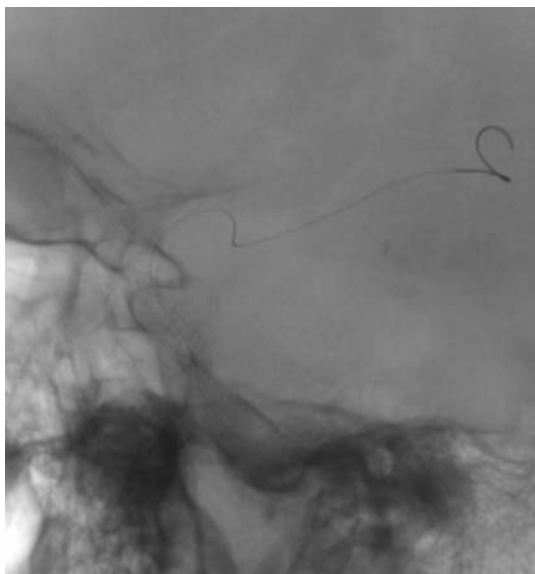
На рентгеноскопии показано полное раскрытие стента в просвете артерии
